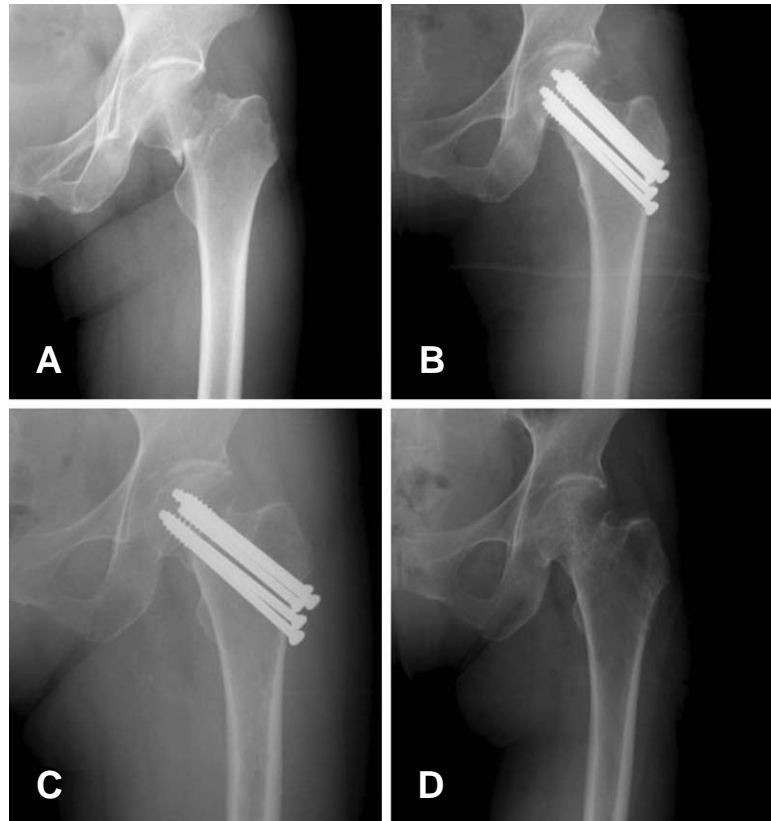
(A, B) Preoperative and postoperative radiograph showed good reduction in female 54 years olds, femur neck fracture patient. (C, D) At postoperative 3months, radiography showed 4.6mm screw migrations from lateral cortex of proximal femur and shortening of femur neck. At postoperative. 2years, screws were removed without complications.
